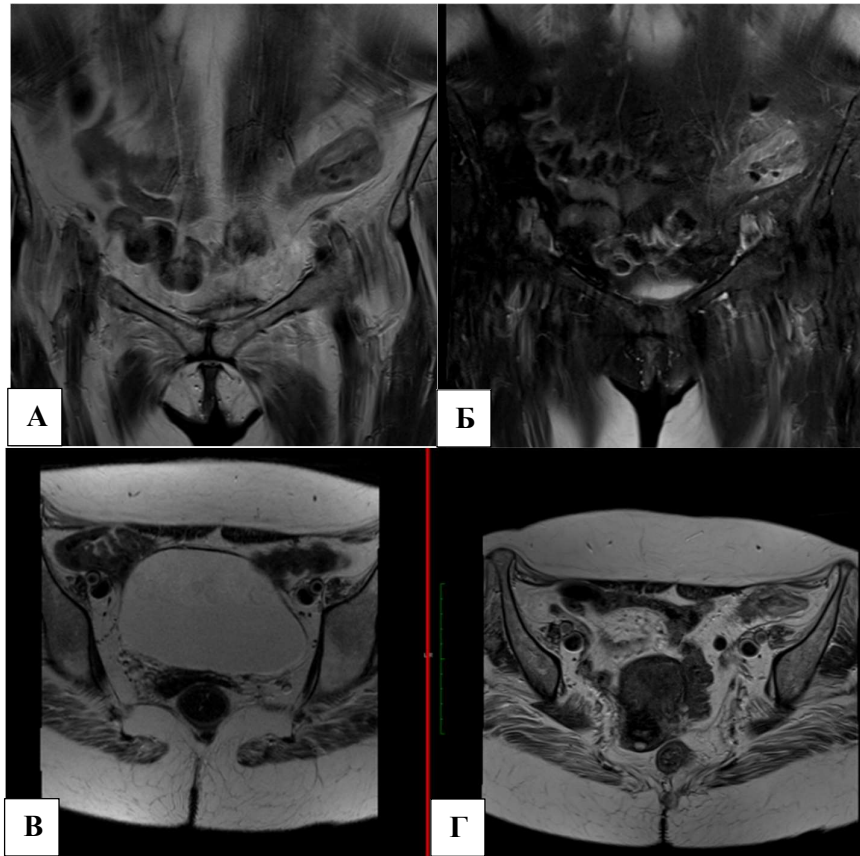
МР-томограммы, T2 ВИ. Колит. T2-ВИ в корональной и аксиальной плоскости (А,В и Г), T2-ВИ FS в корональной плоскости (Б).
